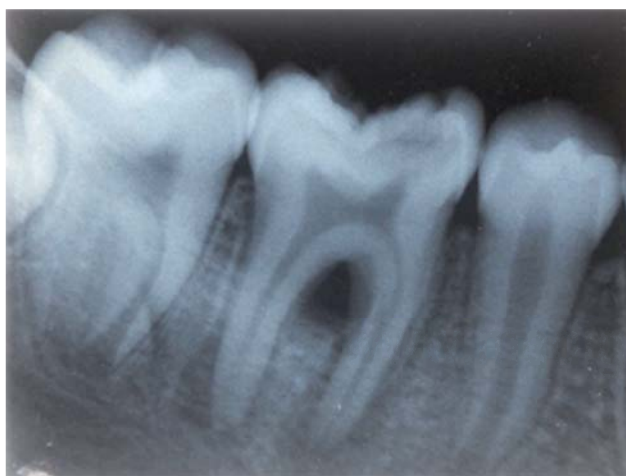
Radiografía inicial del órgano dentario 46. Se observa radiolucencia en la zona apical mesial y distal y en el área de la furcación.
